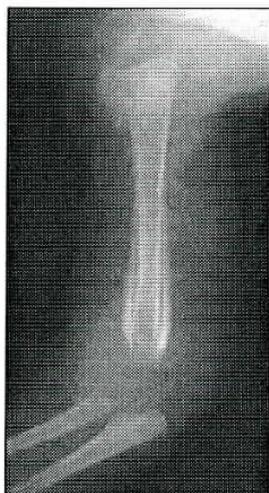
Telerradiografia do membro superior direito, evidenciando reação periosteal inflamatória, compatível com inflamação.
